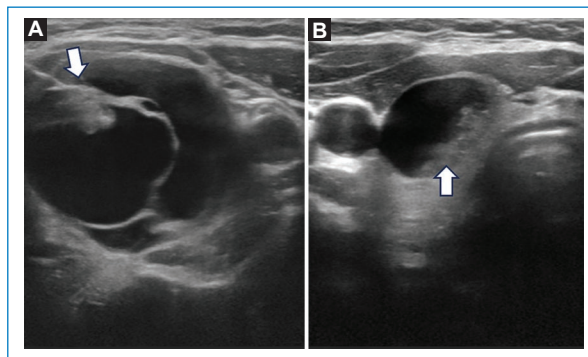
Ecografía, planos axiales. A y B: NT predominantemente quísticos con componente sólido sospechoso (flechas blancas).
